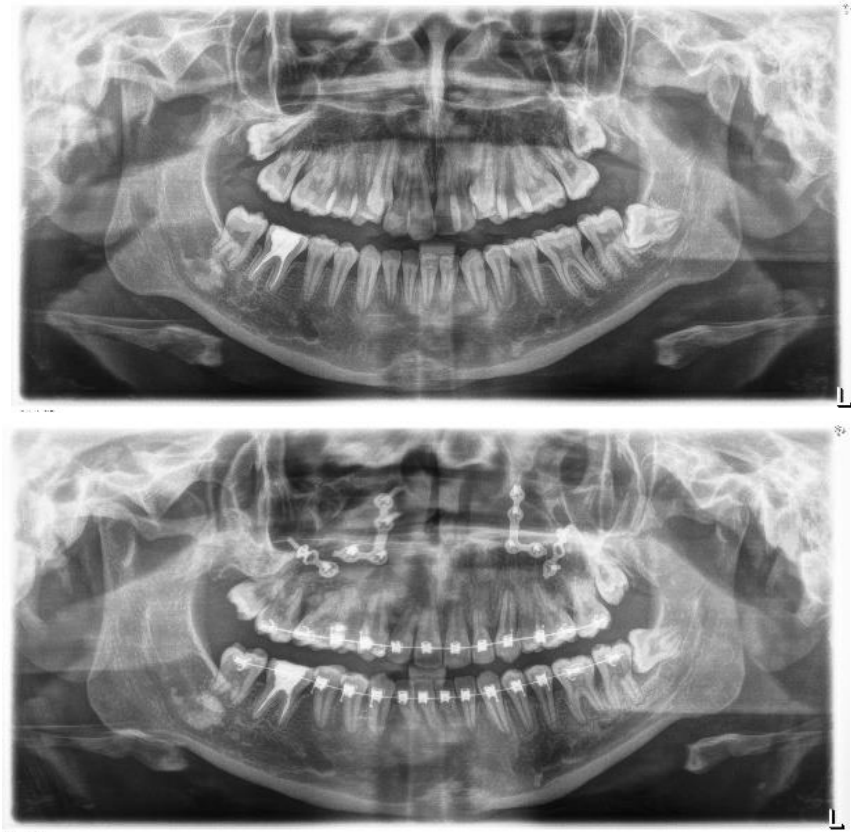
Visione delle ortopantomografie pre e post-chirurgico*
